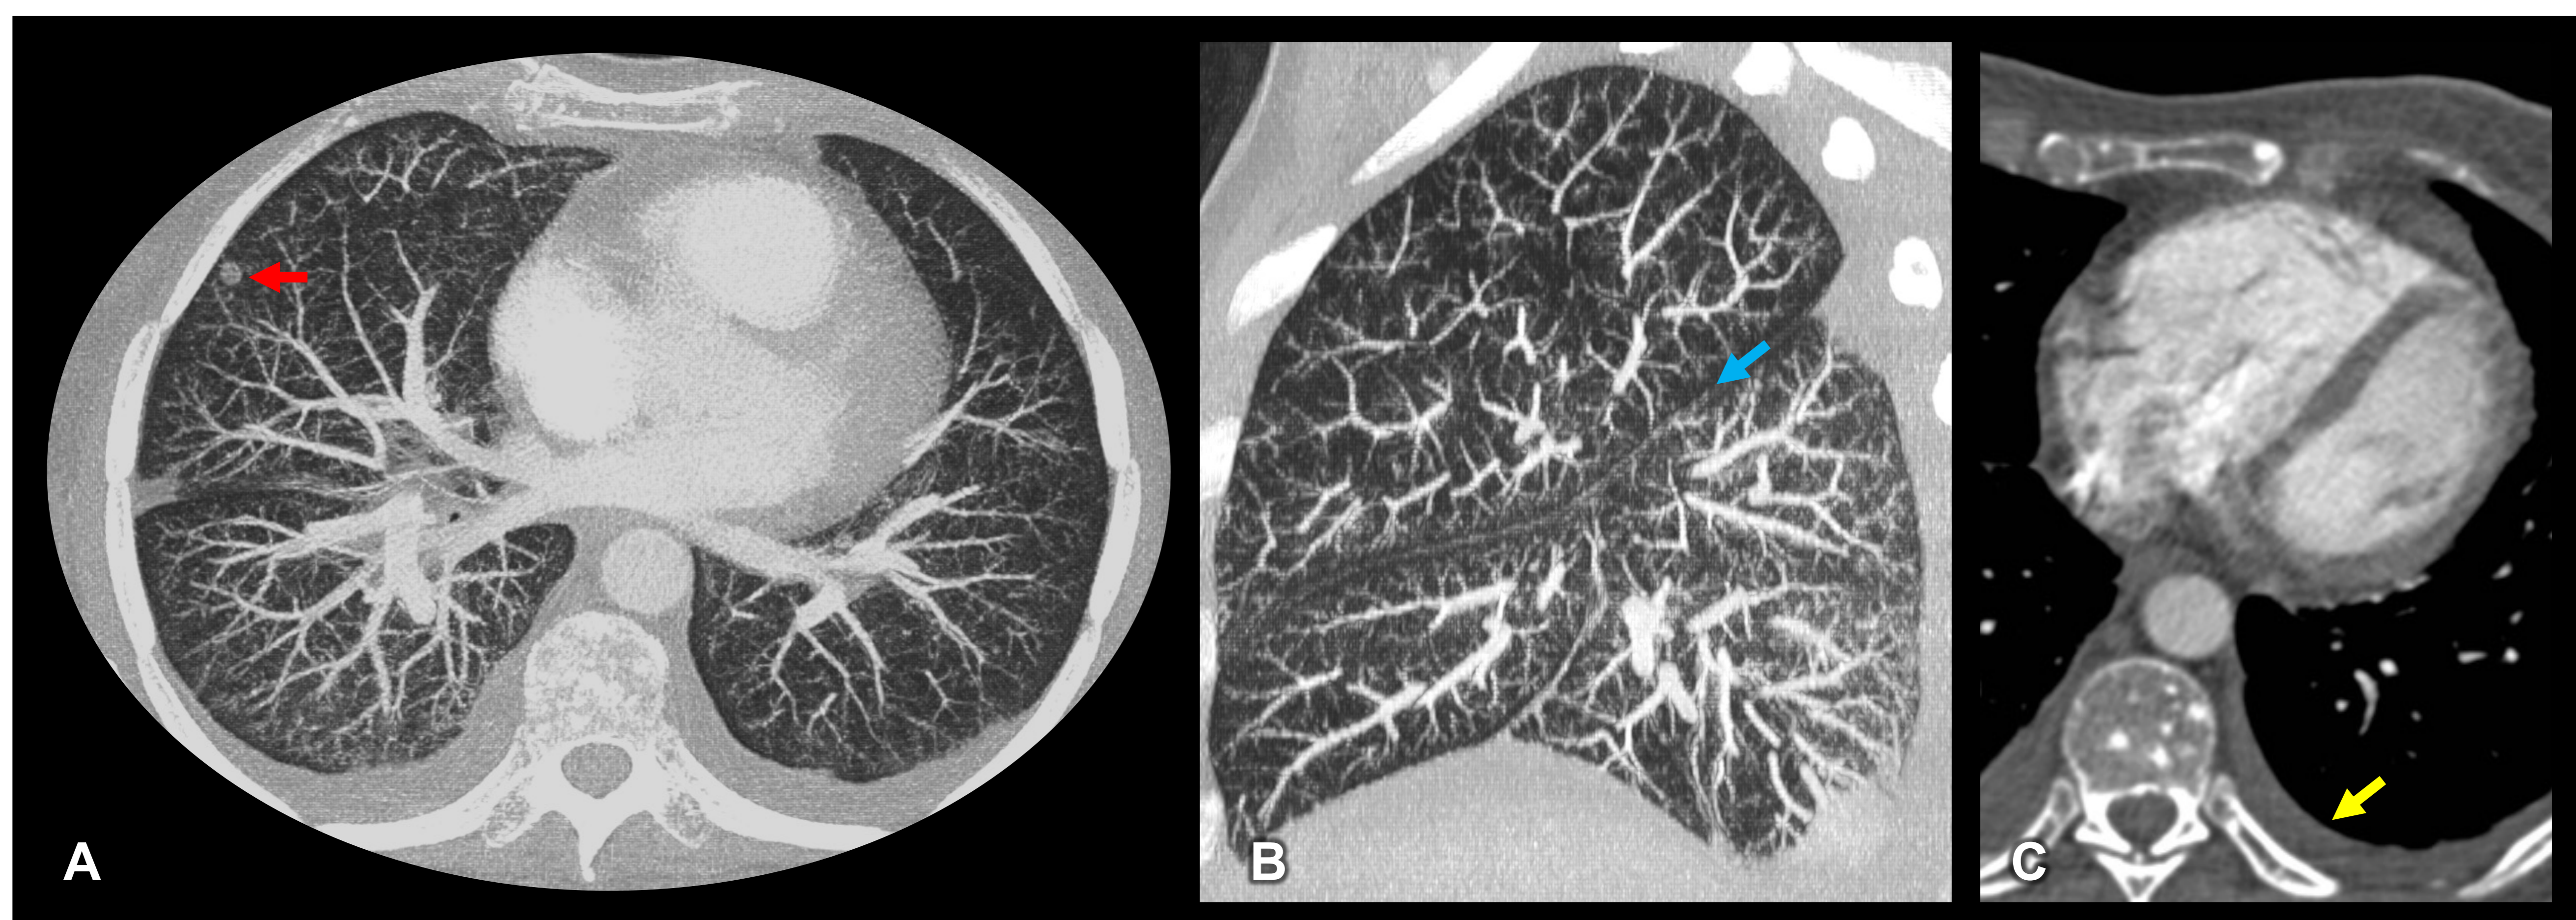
Mujer de 71 años con neoplasia de ovario con metástasis hepáticas que acude por disnea brusca. Angio-TC de arterias pulmonares tras la administración de contraste intravenoso con ventana de pulmón y reconstrucción MIP en el plano axial (A) y sagital (B) y con ventana de mediastino en el plano axial (C). No se demuestran signos de tromboembolismo pulmonar macroscópico, pero se observa una afectación pulmonar bilateral con micronódulos periféricos en árbol en brote centrados en las arteriolas pulmonares y una marcada dilatación de las cavidades cardiacas derechas. Además, se identifica un nódulo pulmonar en el LM (flecha roja en A), micronódulos pericisurales que sugieren linfangitis carcinomatosa (flecha azul en B) y derrame pleural izquierdo (flecha amarilla en C). Estos signos son de nueva aparición en comparación con el TC de estadiaje reciente (no mostrado) y son compatibles con una microangiopatía tumoral trombótica pulmonar.
